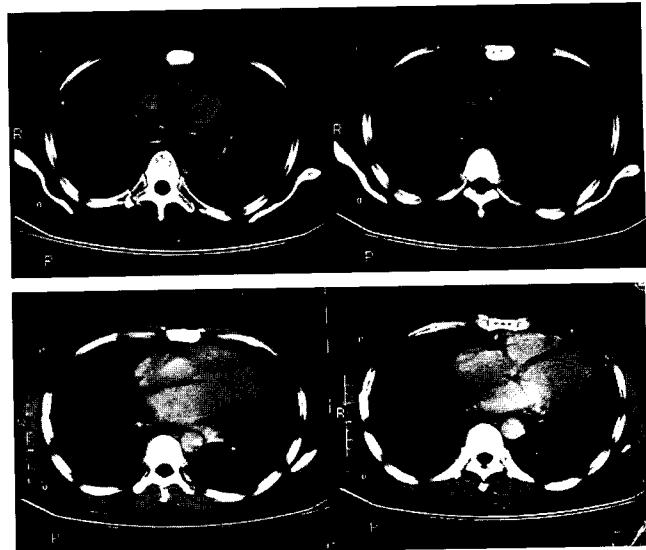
Postoperative chest CT
